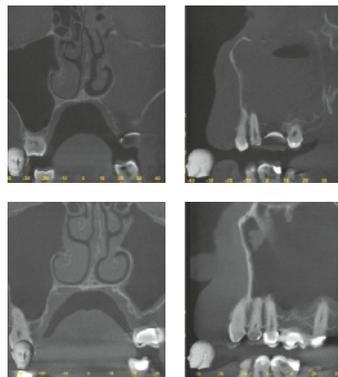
Digitale Volumentomografie (DVT) mit Mund-Antrum-Verbindung (MAV) von Zahn 26: Sinusitis links, nach Exztraktion von Zahn 26 alio loco (oben) und nach Abheilung mit kaum noch darstellbarer Restknochenhöhe nach Revision der Kieferhöhle (unten).
